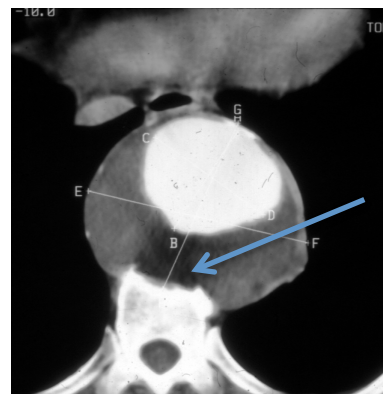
Corte de tomografía computada de tórax en paciente portador de AAT, que consultó por dolor dorsal. Obsérvese la erosión de cuerpo vertebral (flecha)
